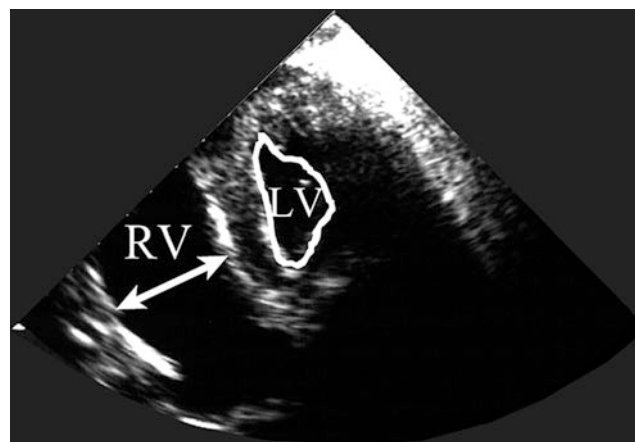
Echokardiographischer Nachweis einer rechtsventrikulären Dilatation als Zeichen einer akuten Rechtsherzinsuffizienz. RV: rechter Ventrikel; LV: linker Ventrikel
